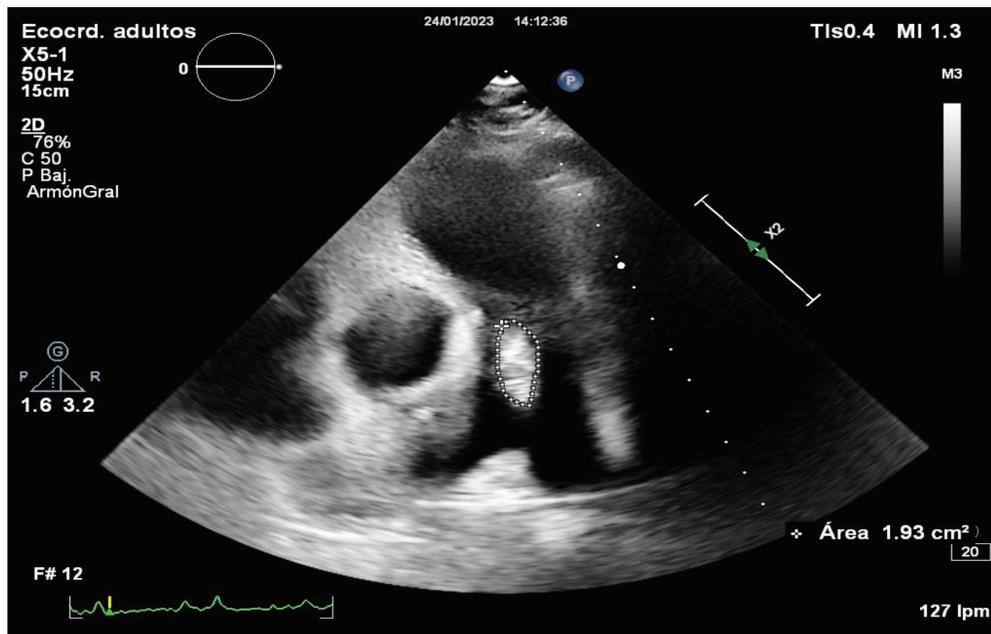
Eje para esternal corto a nivel de grandes vasos. Se observa enorme vegetación adosada a válvula pulmonar, con área de 1.93 cm². Fuente: Laboratorio de Ecocardiografía Hospital México.
